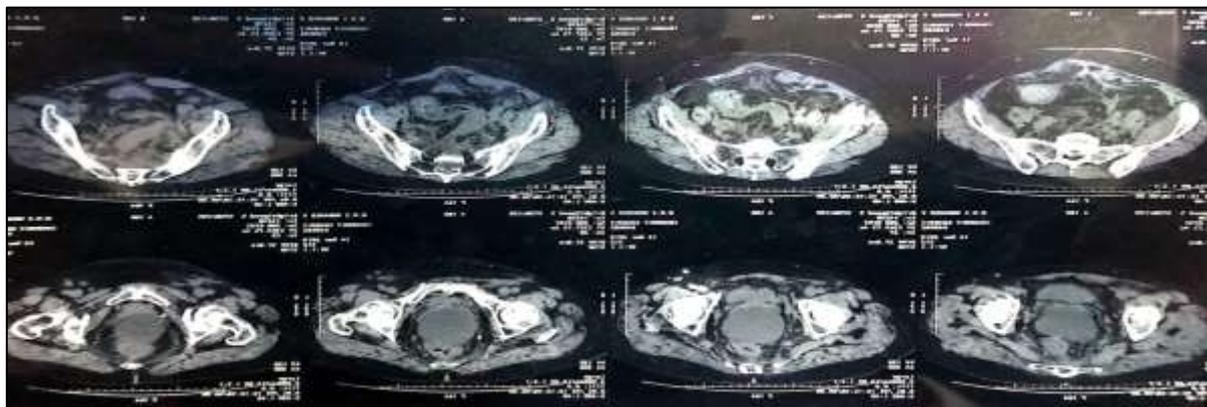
TDM abdomino pelvienne montrant une collection pelvienne en regard de la loge de l'hystérectomie avec la présence d'un épanchement péritonéal diffus associé à des adénopathies et des ganglions suspects évoquant une carcinose péritonéale
